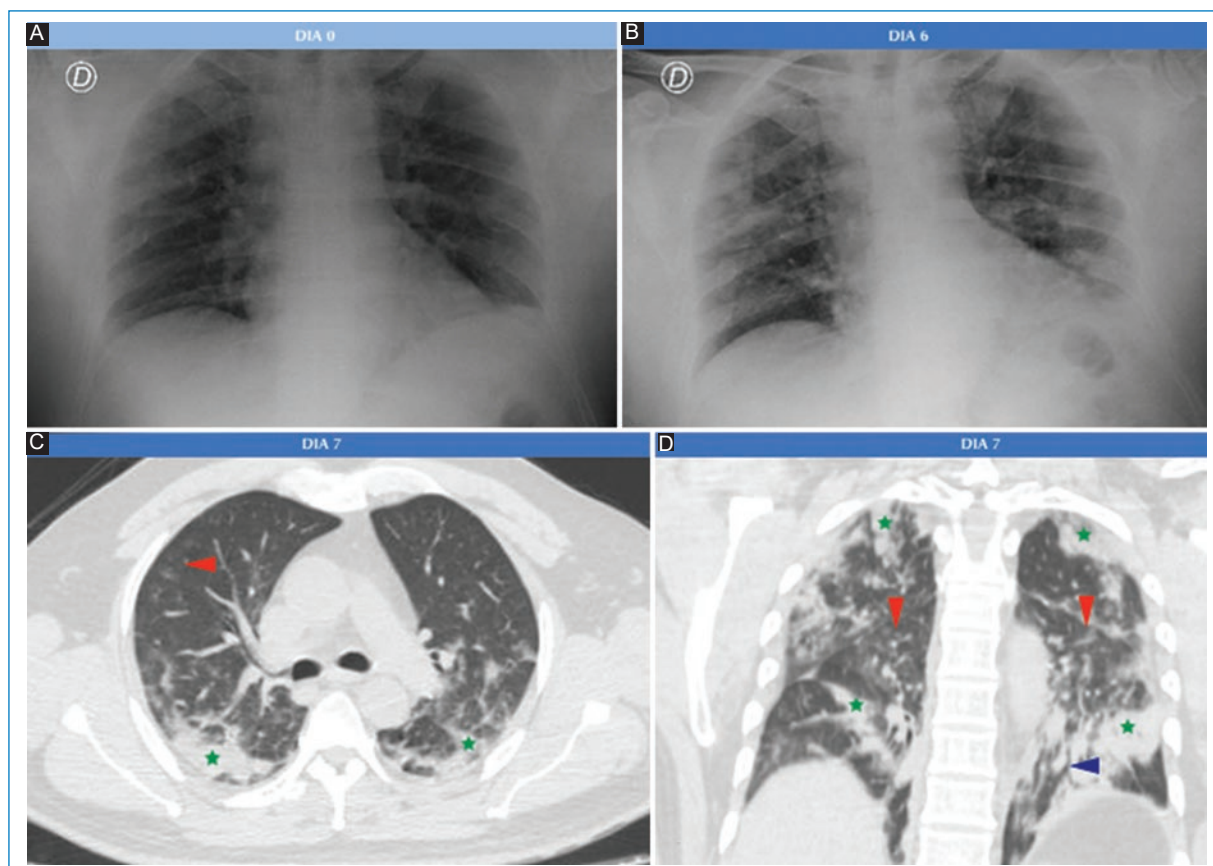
Paciente del sexo masculino de 54 años que ingresa por cuadro febril asociado a mialgias y astenia de 12 horas de evolución, PCR +. A: radiografía AP al ingreso, en la que se observa bloqueo del seno costofrénico izquierdo. B: radiografía AP realizada el sexto día de internación, en la que se observan infiltrados en ambos campos pulmonares, con predominio periférico. C: corte axial de TC. Al séptimo día, se observan opacidades de aspecto consolidativo de localización periférica, posteriores en ambas bases (estrellas), y opacidades en vidrio esmerilado (triángulo rojo). D: corte coronal de TC. Se demuestra la localización posterior de las consolidaciones, así como broncograma aéreo (triángulo azul) y opacidades en vidrio esmerilado (triángulos rojos).
